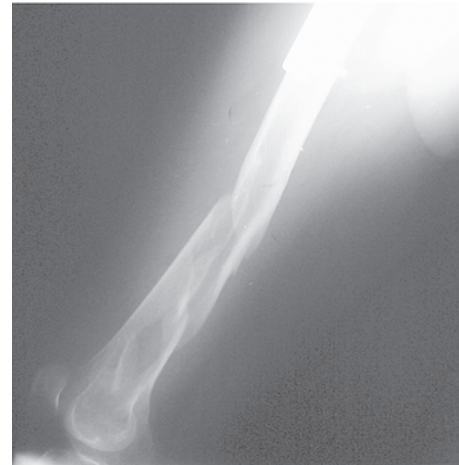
Radiografia do fêmur distal - perfil
